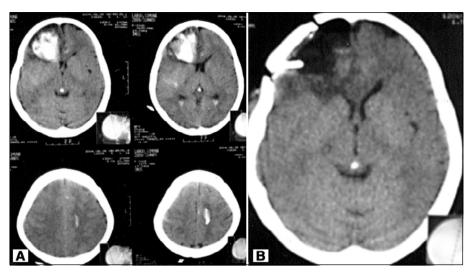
Tomografia computadorizada mostrando hematoma frontal direito (3A) com remoção cirúrgica completa (3B).
